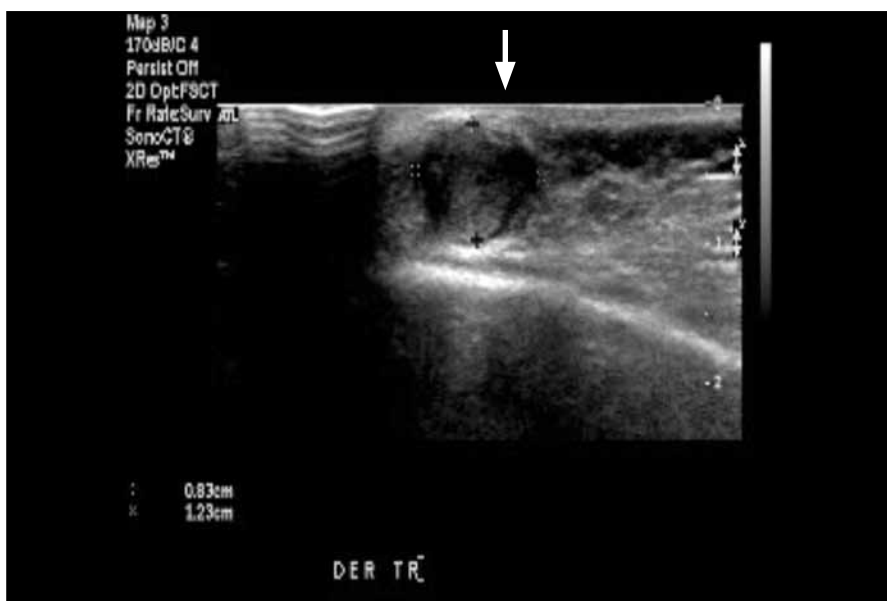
Ecografía de partes blandas. La flecha indica la lesión nodular hipocogénica de bordes definidos en contacto con la cortical del hueso temporal.
